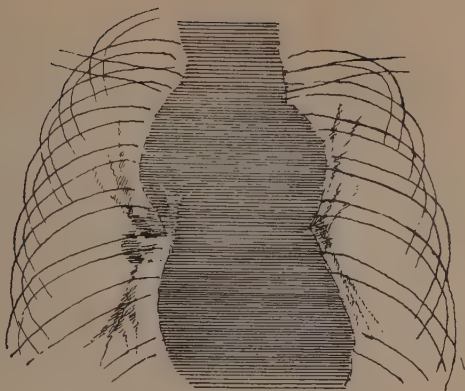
Mediastinaltumor, röntgenologisch nicht von Aneurysma des Aortenbogens zu unterscheiden.
